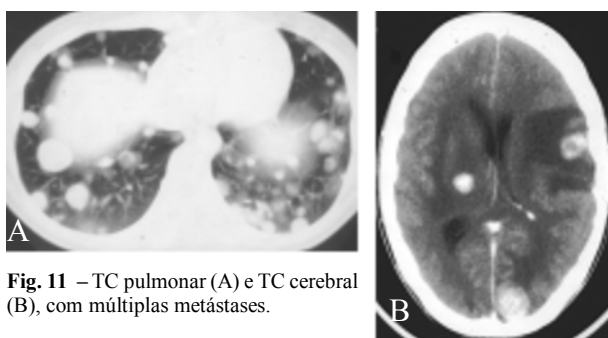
TC pulmonar (A) e TC cerebral (B), com múltiplas metástases.
